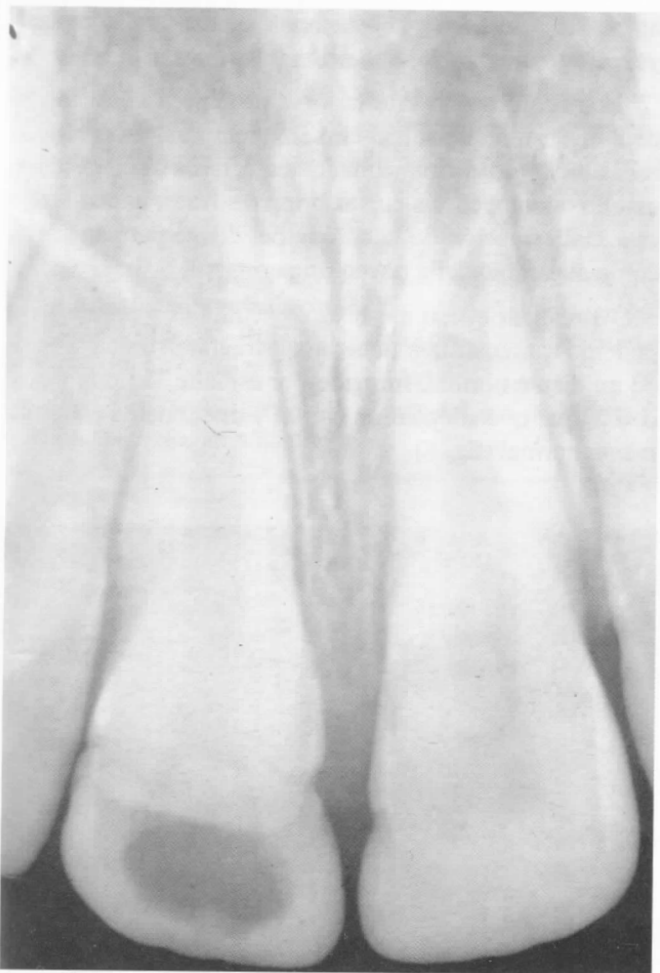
Radiografía periapical en donde se aprecia una zona central radiolúcida que corresponde con la hipoplasia circular del esmalte que presenta.
